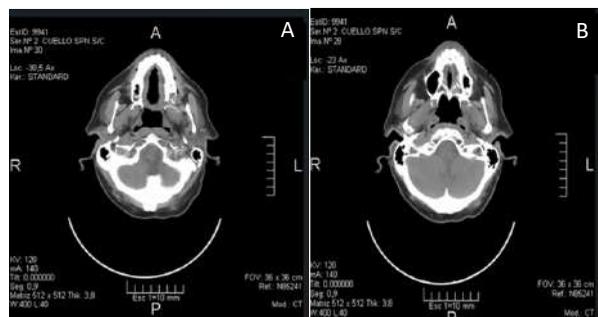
A: Corte axial de TAC donde se observa el maxilar superior. B: Se observa hiperdensidad de tejido blando a nivel del paladar lado izquierdo.
